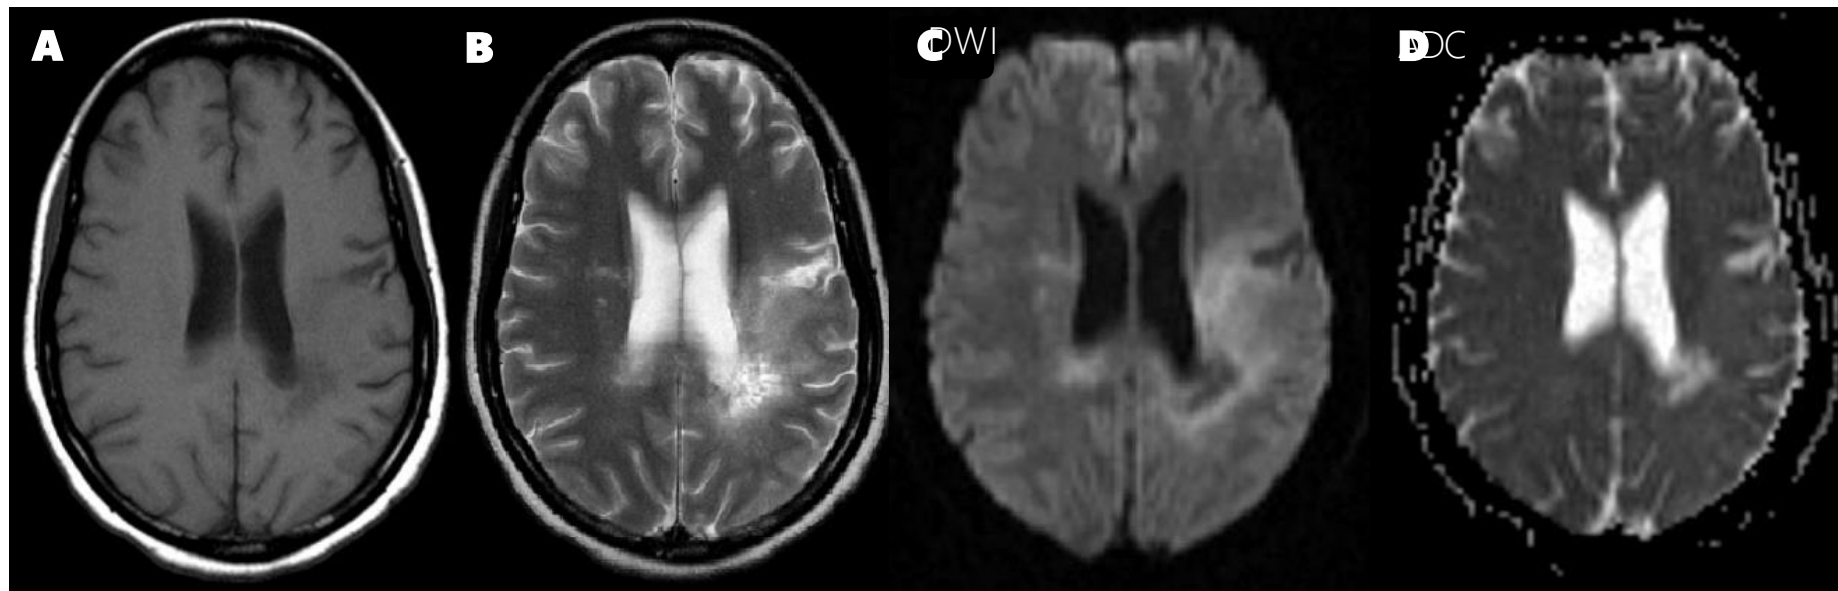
Characteristic PML findings. Lesions have low signal intensity on T1-weighted (A) and high signal intensity on T2-weighted (B) images and neither show restriction on DWI (C and D). They are bilateral, asymmetric, supratentorial and confluent. No enhancement with gadolinium is seen (not shown).
